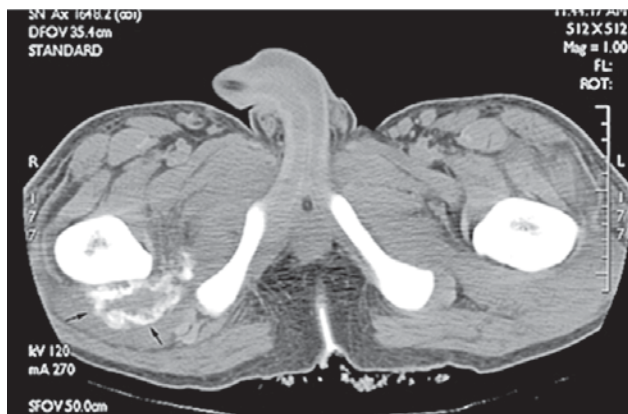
Tomografia computerizată: Osificare heterotopică imatură cu mineralizare periferică în mușchiul cvadriceps.
